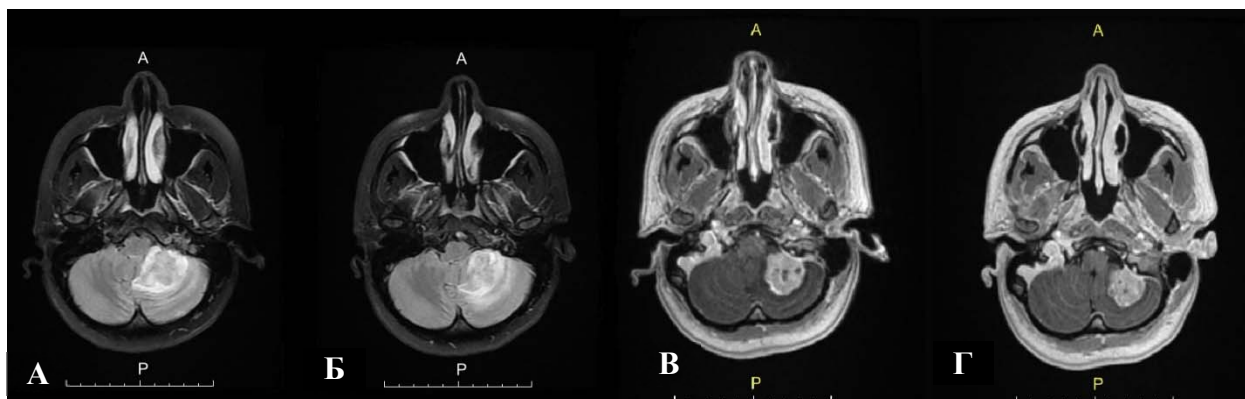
МРТ головного мозга пациентки № 2 с метастазом НМКЛ в левую гемисферу мозжечка в режимах T2-Flair (А, Б) и Ax FSPGR Bravo +C (В, Г) в аксиальных проекциях; Б, В – МРТ исследование до радиохирургии; А, Г – МРТ исследование после радиохирургии
